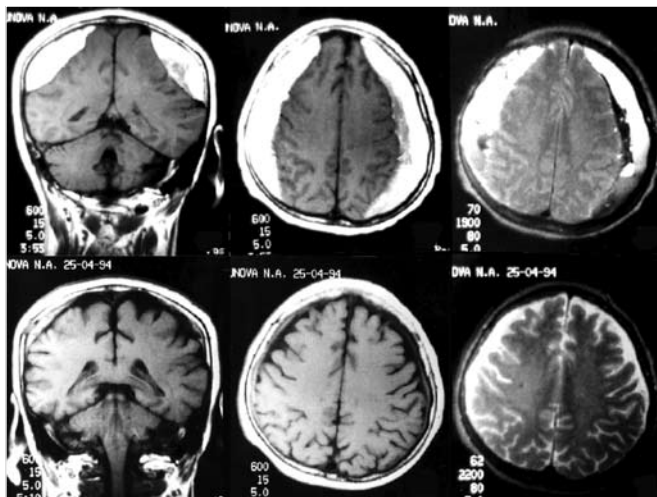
МРТ-динамика при двусторонней хронической субдуральной гематоме. Верхний ряд: фронтальный и аксиальные срезы (в режиме T1 и T2) при поступлении. Нижний ряд: 2 мес. спустя после двустороннего закрытого наружного дренирования — полная резорбция ХСГ с одной стороны и небольшие остатки ХСГ — с другой.
